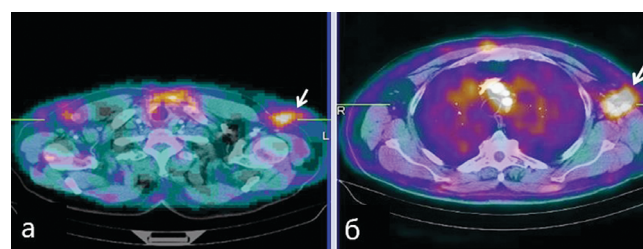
а – ОФЭКТ/КТ (программное совмещение) с ^{99m}Tc -ТГ пациента Л. с диагнозом: Лимфома Ходжкина, смешанно-клеточный вариант с поражением легких, аксиллярных, паратрахеальных, прекардиальных, перигастральных, забрюшинных лимфоузлов, стадия IVA после 2 курсов ПХТ по протоколу ABVD. Стрелкой указан гиперметаболический очаг накопления ^{99m}Tc -ТГ в проекции аксиллярного лимфатического узла слева. б – ОФЭКТ/КТ (программное совмещение) с ^{99m}Tc -ТГ того же пациента через 6 курсов химиотерапии. Стрелкой указан гиперметаболический очаг накопления РФЛП ^{99m}Tc -ТГ в проекции аксиллярного лимфатического узла слева. Прогрессирование
